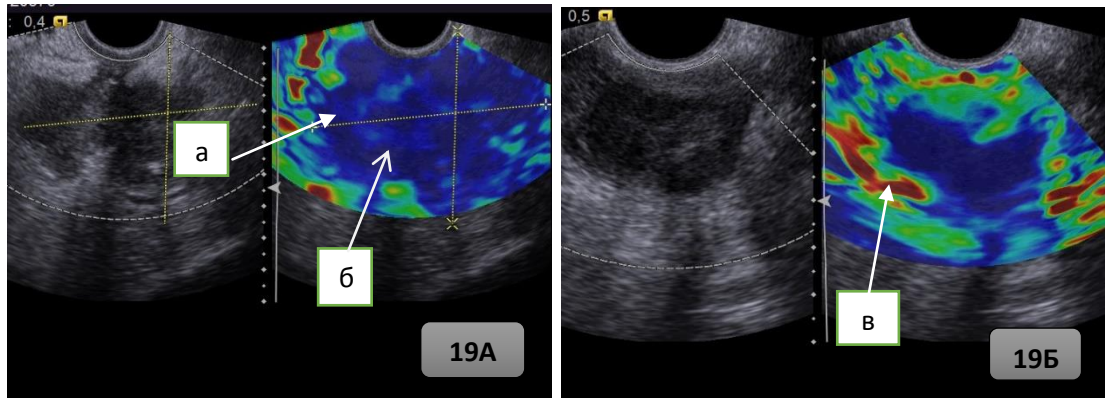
Рисунок 19А и 19Б – Ультразвуковая томограмма применения эластографии при рецидивах рака шейки матки: а) локальная опухоль; б) V эластотип; в) IV эластотип.
